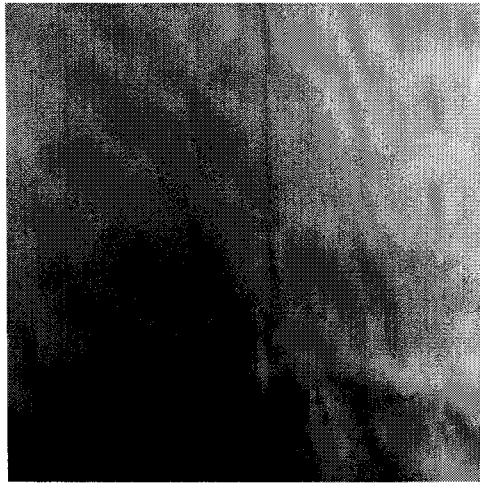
rectal Ca.의 colon study와 endorectal sonography의 비교 영상
